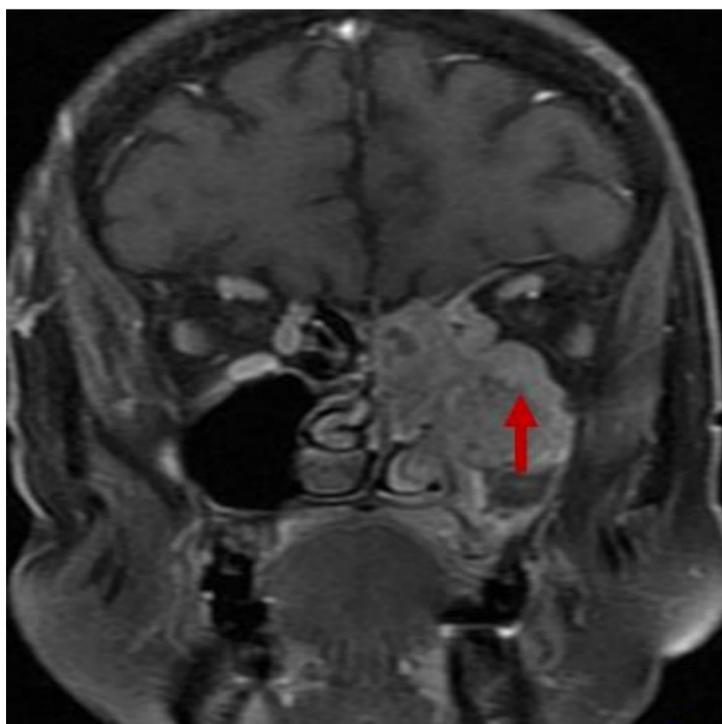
RM coronal T1 con contraste. Invasión del suelo orbitario. Adenocarcinoma bien diferenciado infiltrante, tipo Carcinoma adenoide quístico
